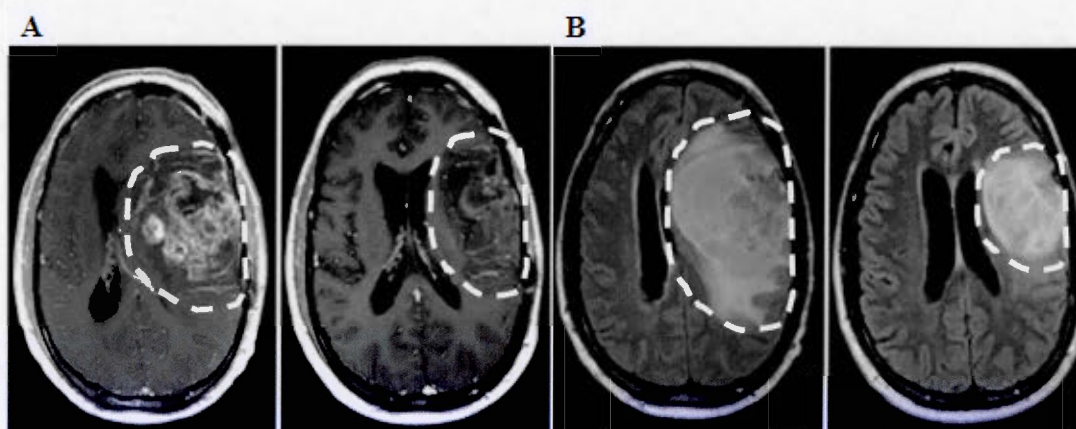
Exemple d'un cerveau de patient atteint d'un glioblastome récurrent qui a subi une thérapie combinant le carboplatine et le bevacizumab. Les images prises en A et B ont été obtenues par deux méthodes d'imagerie par résonance magnétique, soit par contraste au Gadolinium en A et par le fluid attenuated inversion recovery (FLAIR) en B. Les images de gauche et de droite représentent, respectivement, le cerveau du patient avant et après le traitement. Fait intéressant, selon les auteurs, la réponse positive du patient face à la thérapie coïncide avec une amélioration importante de quelques-uns de ses symptômes neurologiques (aphasie et hémiparésie). Les pointillés blancs représentent l'emplacement de la tumeur. Adaptée de (Mrugala *et al.*, 2012).
